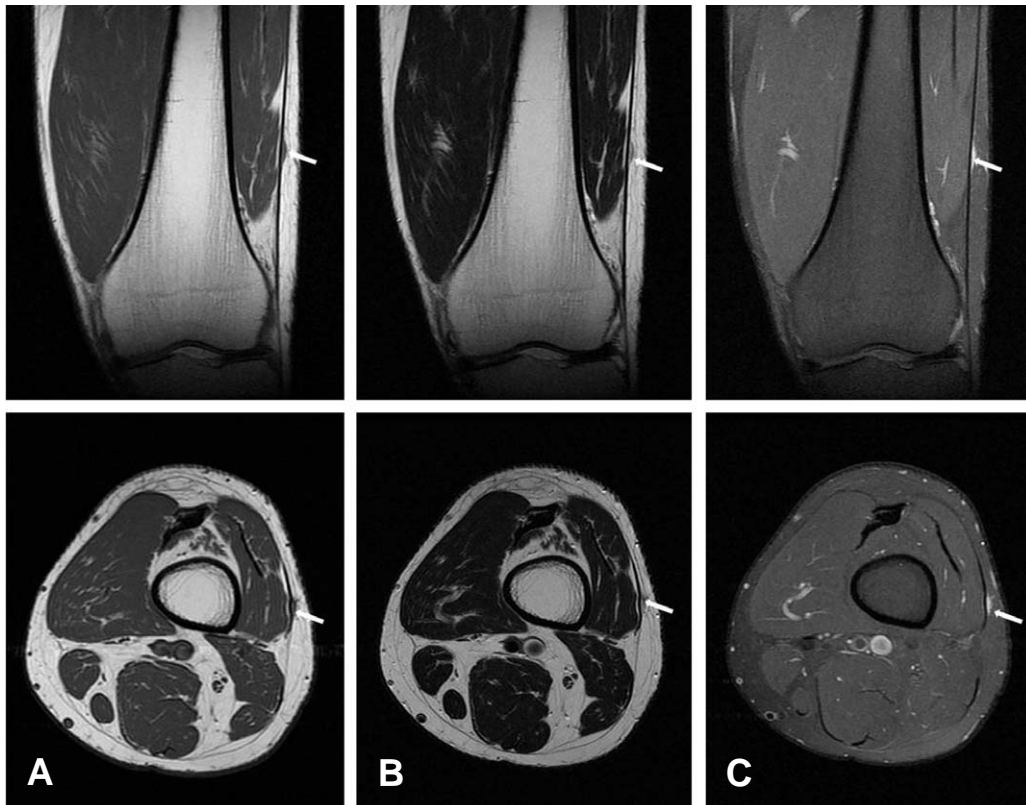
(A) An coronal and axial T1-weighted MR image show decreased signal intensity (arrow) comparable to muscles at iliotibial band. (B) T2-weighted MR image represent high signal intensity (arrow) close to a fat tissue. (C) Contrast enhanced MR image demonstrate diffusely enhancing solid area (arrow).
